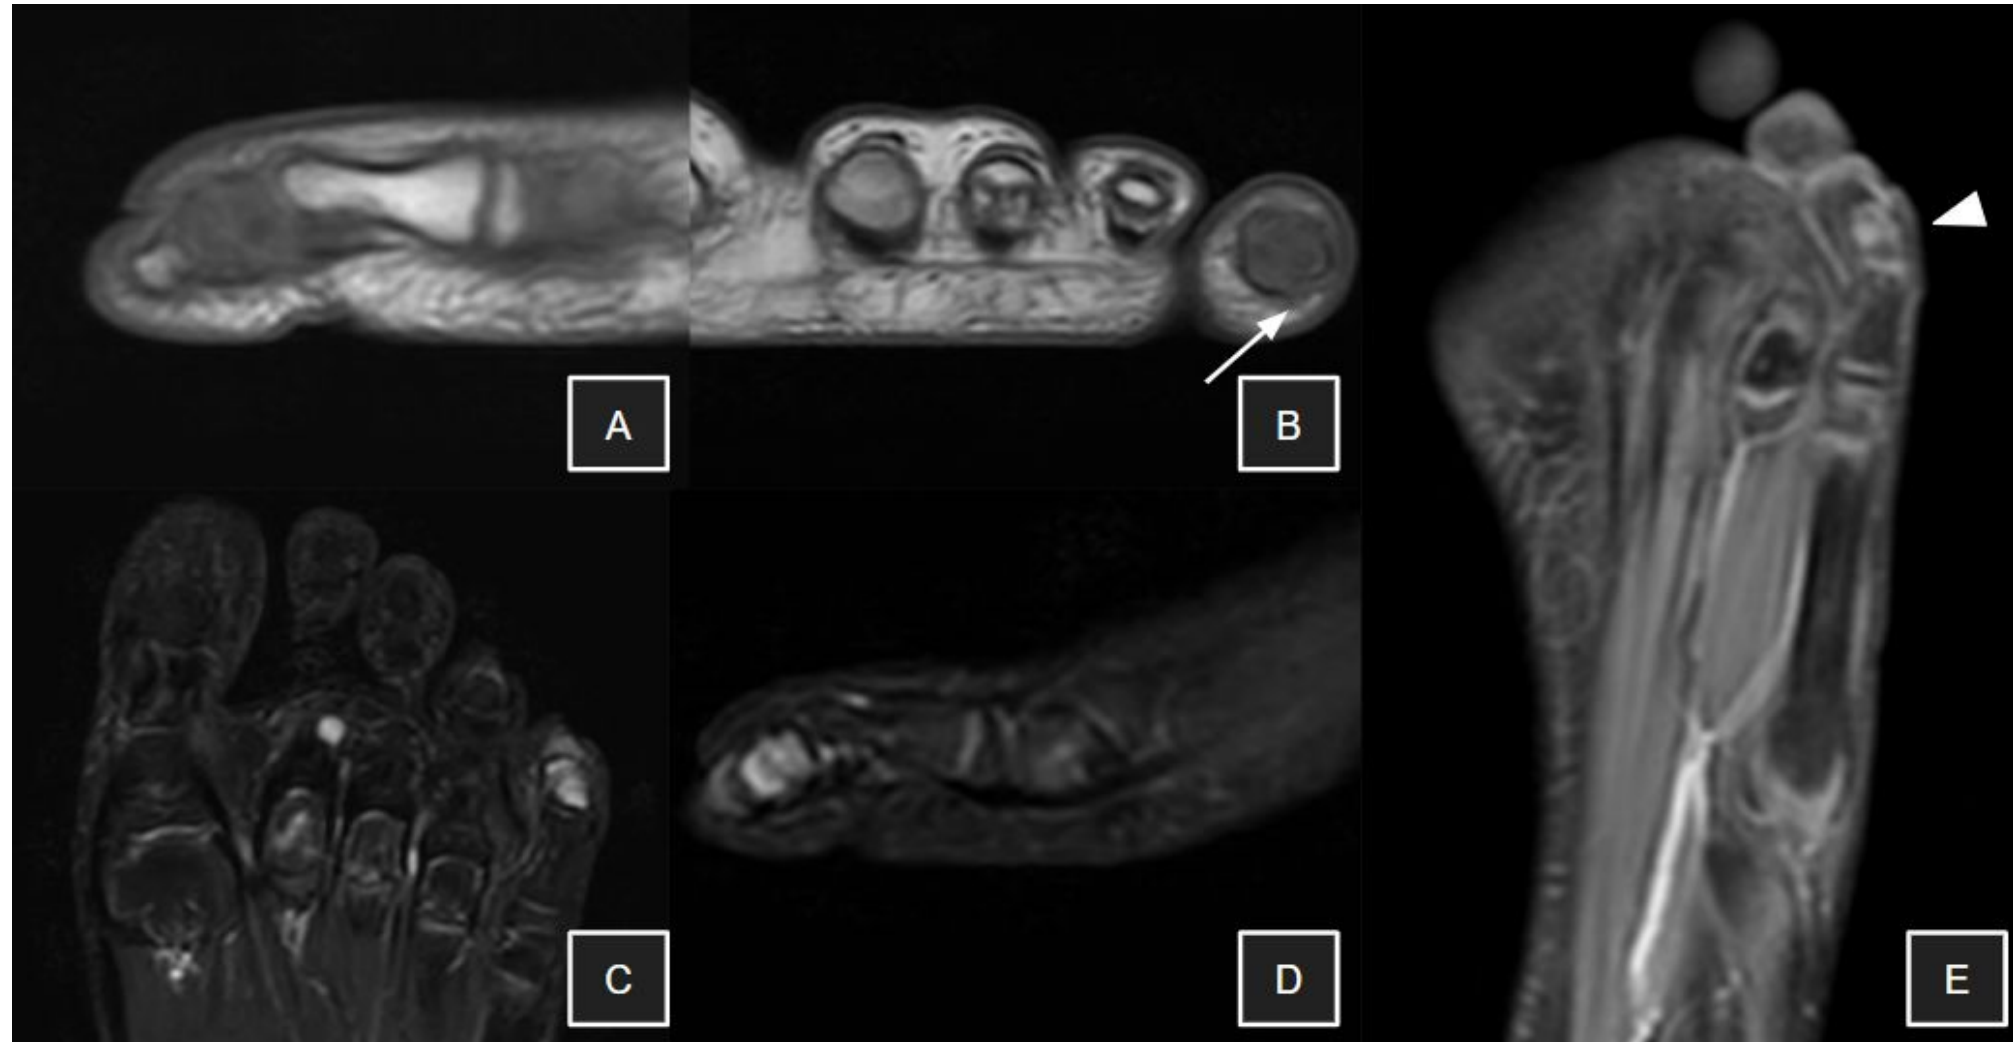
Niño de 10 años con tumefacción y eritema del quinto dedo del pie izquierdo de un mes de evolución, sin antecedente traumático claro; jugador de fútbol. La RM muestra osteomielitis subaguda del quinto dedo. Se identifica edema de médula ósea en la falange media y en la porción proximal de la falange distal del quinto dedo, con discreto realce tras contraste (cabeza de flecha en E). Se observa posible discontinuidad cortical en el aspecto inferior de la falange media (flecha en B), probablemente en relación con una fisura asociada. No se identifican edema de partes blandas, cambios inflamatorios ni colecciones adyacentes. A: T1-FSE sagital; B: T1-FSE axial; C: STIR coronal; D: STIR sagital; E: DIXON coronal tras gadolinio.
